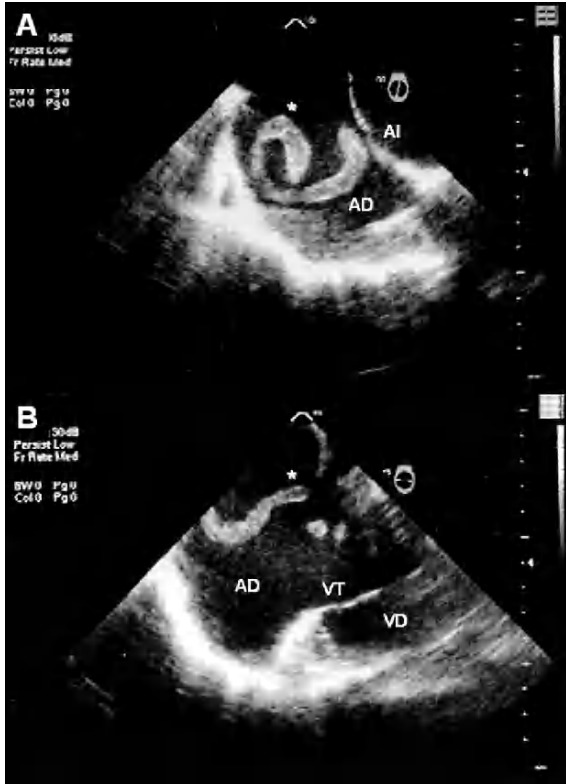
Ecocardiograma transesofágico en el que se puede apreciar el trombo en toda su extensión (A) y cómo al moverse da la impresión de ser varios trombos o encontrarse fragmentado (B). AD: aurícula derecha; AI: aurícula izquierda; (*): trombo; VD: ventrículo derecho; VT: válvula tricúspide.
